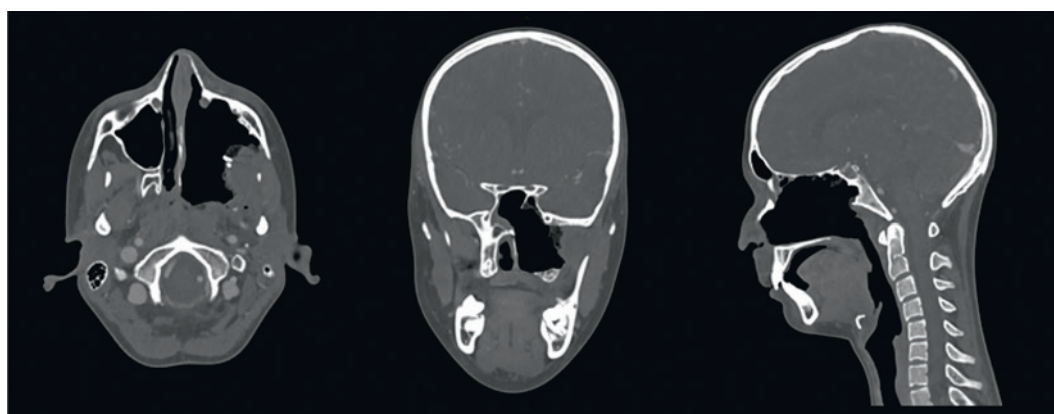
Контрольная МСКТ головного мозга с контрастным после проведения оперативного вмешательства
